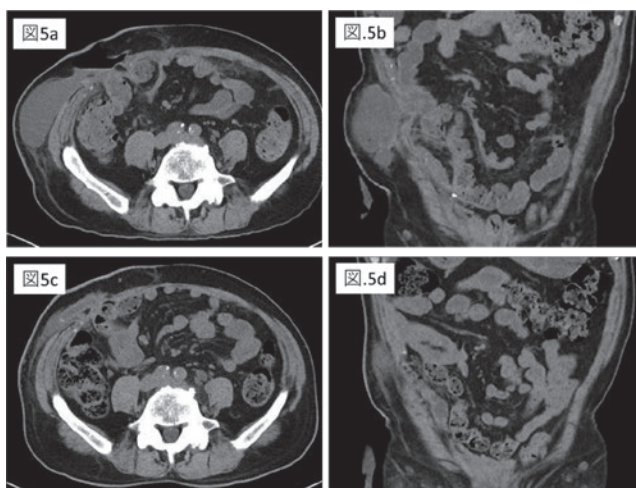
b 術後2か月目のCT：漿液腫を認めた。
